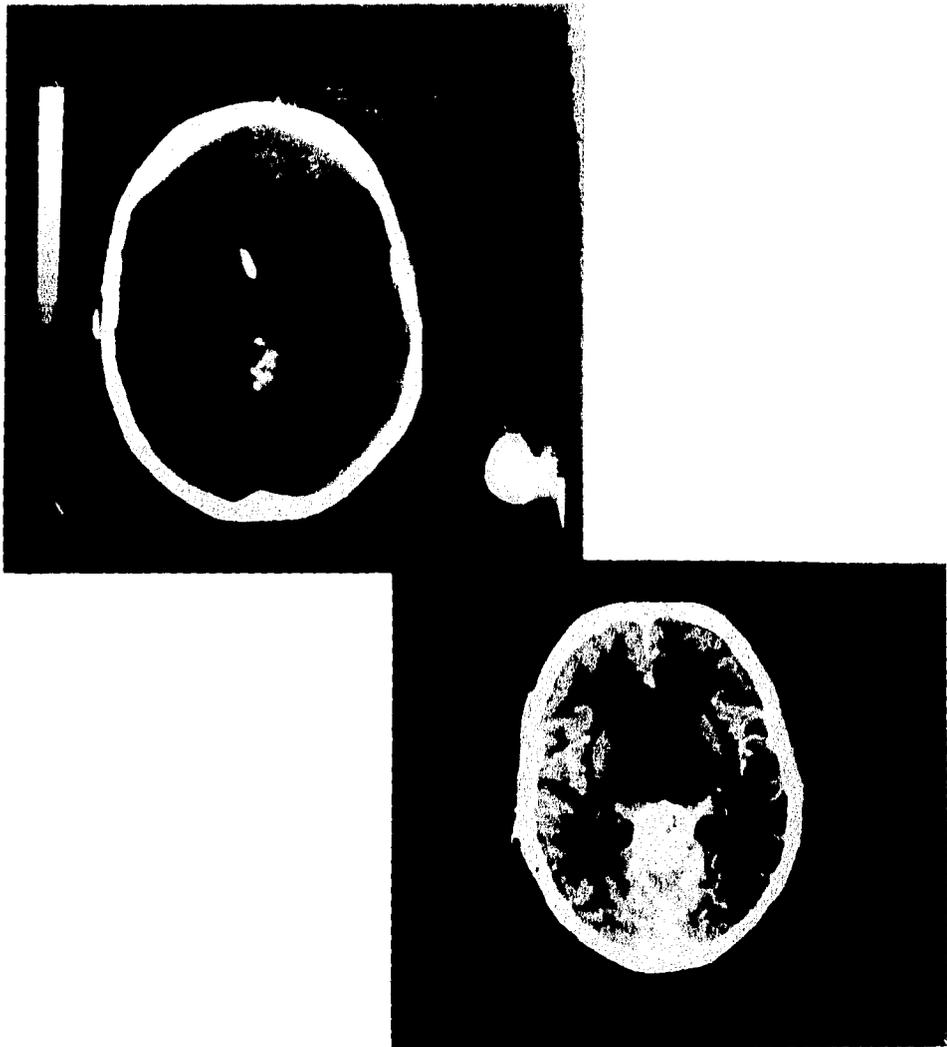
Tomografía Computada Simple y con Contraste IV. El estudio muestra una imagen tumoral, calcificada, que se impregna muy intensamente con el medio de contraste. Es probable que una imagen similar a esta halla sido diagnosticada 30 años antes, como Aneurisma de la Vena de Galeno; diagnóstico erróneo.
